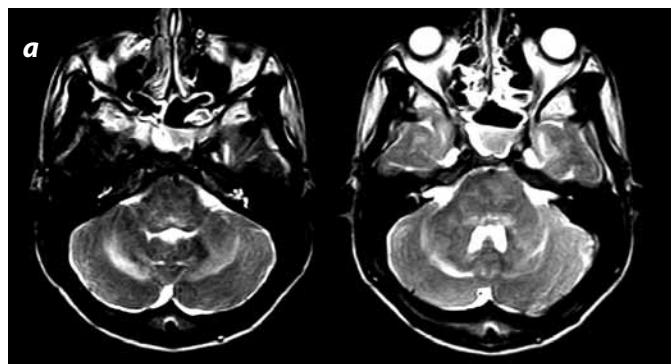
Cortes axiales eco de espín y FLAIR con información T2. Se observan zonas de aumento en la intensidad de señal que afectan la sustancia blanca profunda de ambos hemisferios cerebelosos.
